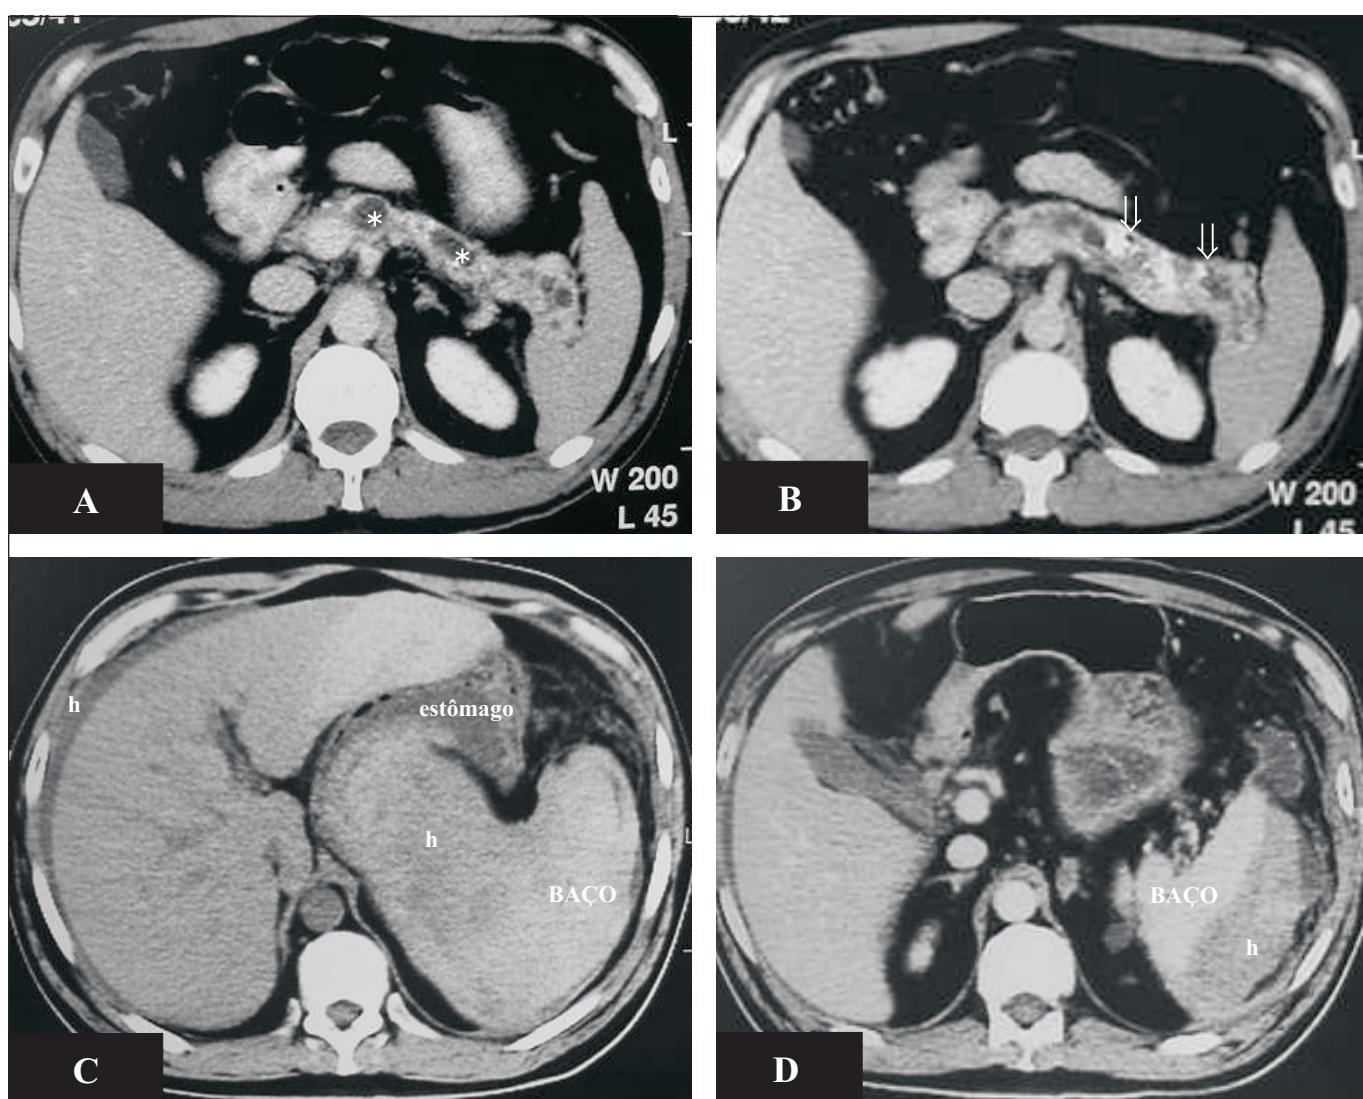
(A) e (B) TC abdominal anterior com contraste endovenoso mostra múltiplas pequenas formações císticas (asteriscos) e calcificações puntiformes (setas) na topografia do corpo e cauda do pâncreas; (C) TC abdominal atual sem contraste endovenoso mostra focos hemorrágicos extracísticos (h) coletado entre o baço e o estômago e anteriormente ao fígado; (D) TC abdominal atual com contraste endovenoso mostra foco hemorrágico extracístico periesplênico (h).
